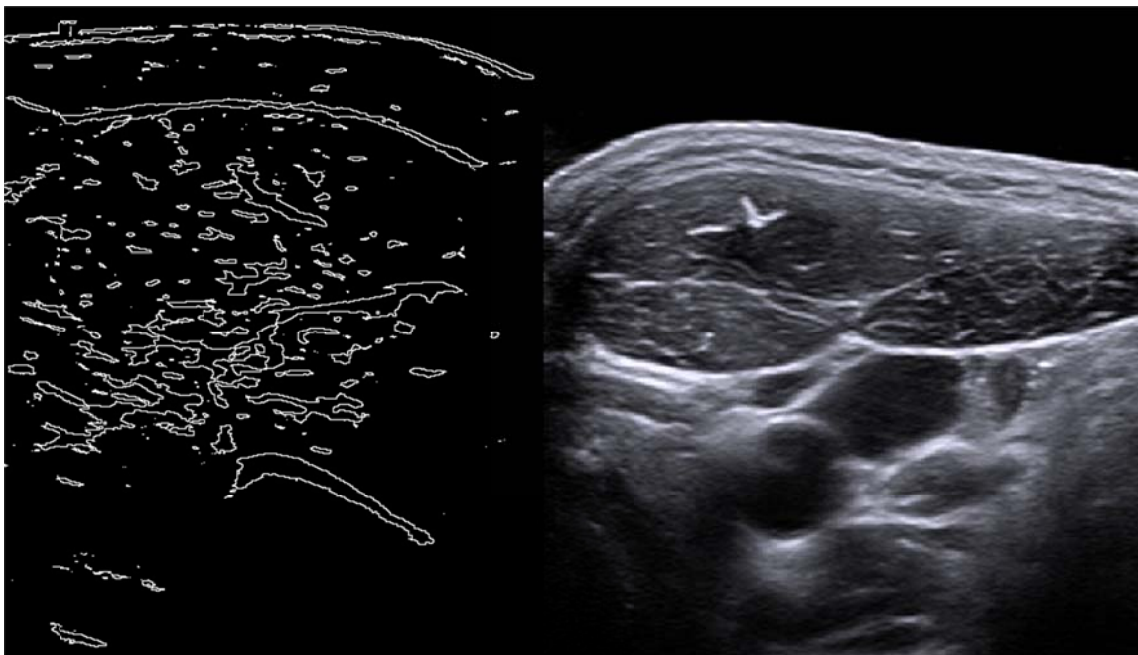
LabVIEW 模擬結果對照。使用上述方塊圖之函式將患者超音波影像導入模擬前後比較結果，左為模擬後結果；右為模擬前原影像。
